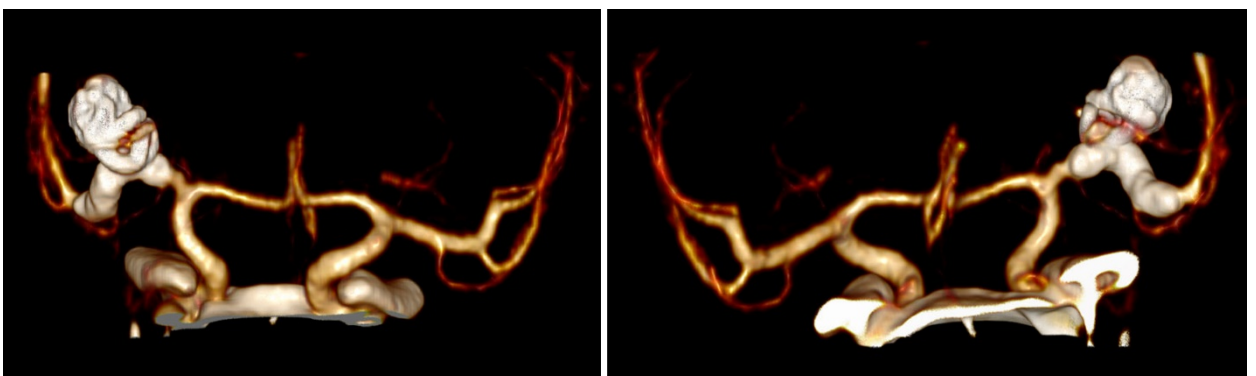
Пациент Н., 39 лет. Контрольная СКТ-АГ сосудов головного мозга от 02.12.2021 (вид сзади и спереди). Визуализировано положение потокоперенаправляющего стента, заполнение обоих М2-сегментов, отсутствие контрастирования аневризмы
